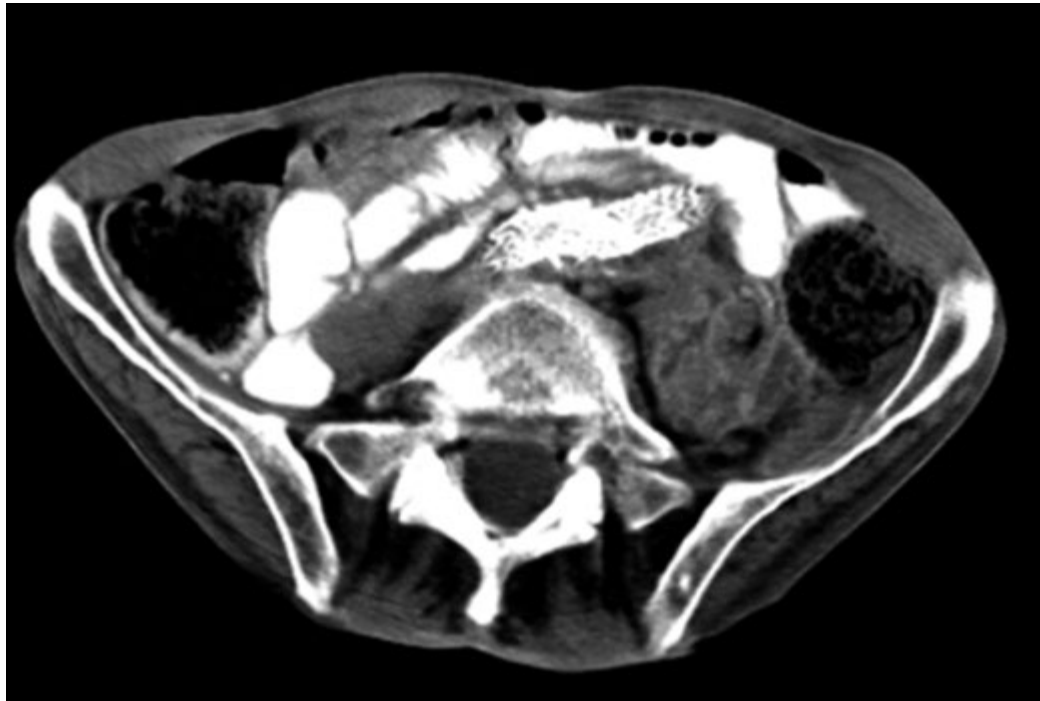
TAC abdominopélvica en la que se observa colección heterogénea encapsulada con numerosos tabiques y gas en su interior, afectando al compartimento del psoas izquierdo.
